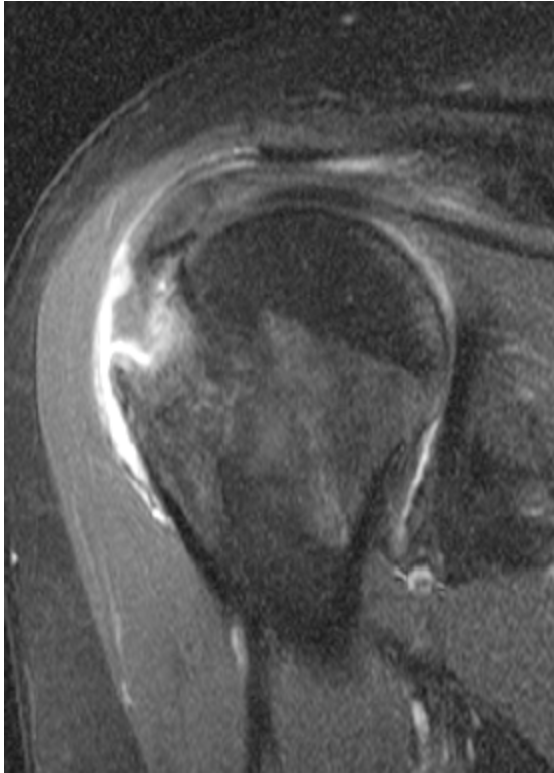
Ausgedehnter knöcherner Defekt im MRT Fallbeispiel 1
